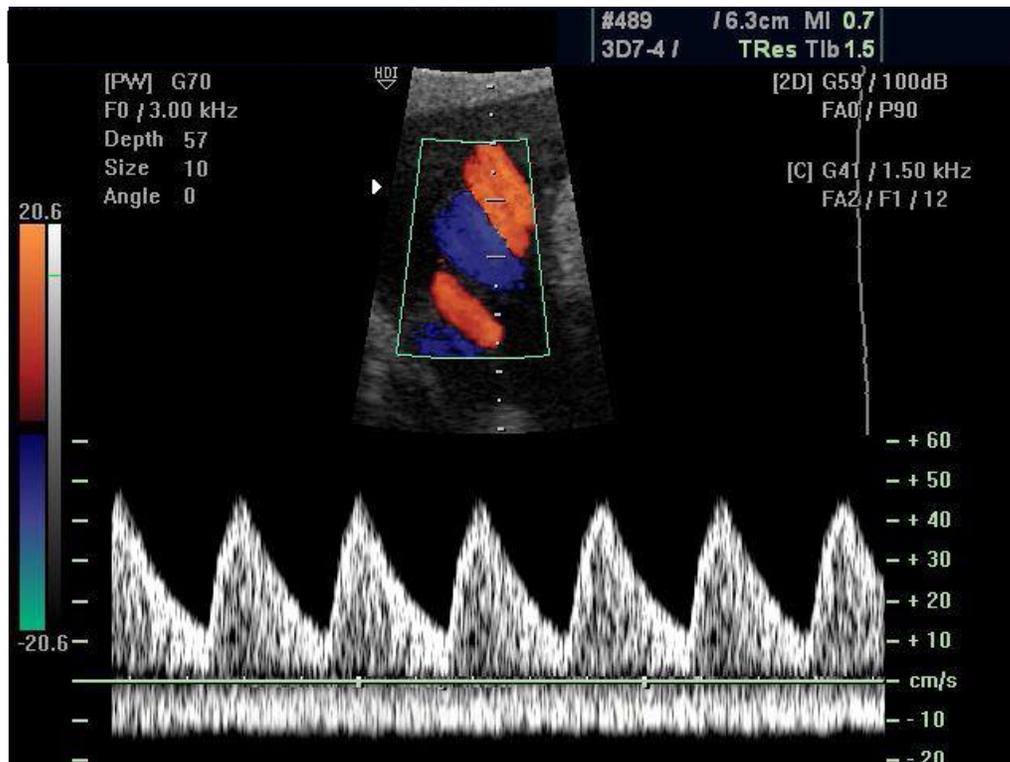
Dopplervelocimetria color e pulsada da artéria umbilical.
